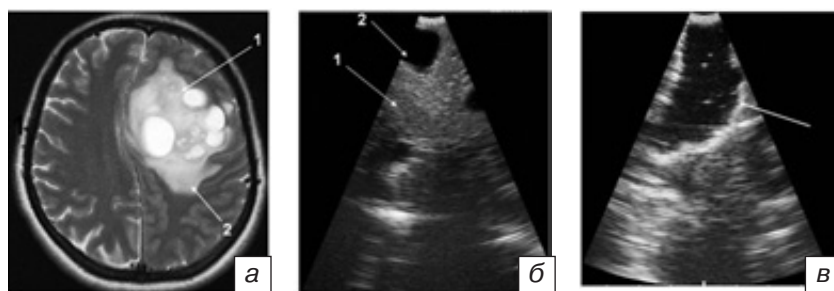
Anaplastic astrocytoma (Grade III): *a* — MRI, T2, axial view. There is the astrocytoma (1) in the left frontal lobe with perifocal edema (2) and expressed mass-effect; *б* — intraoperative sonography before opening the dura mater. The hyperechoic with hyperechoic parts heterogeneous tumor tissue (1) with irregular vague borders is well seen on performed image. The tumor contains hypoechoic cysts (2); *в* — intraoperative sonography — hypoechoic cavity in the region of removed tumor (arrow).
